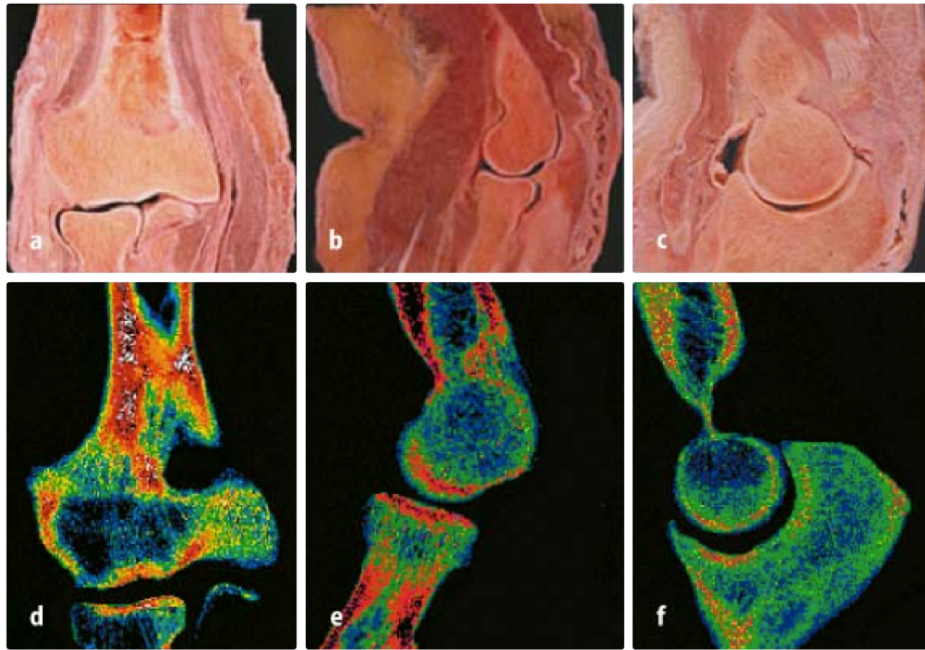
Die drei Einzelgelenke des Ellenbogengelenkes in Schnittbildern, die die Form der einzelnen Gelenkpartner zeigen. Parallel ist jeweils ein osteodensitometrisches Bild angefügt, aus dem sich die Knochenverteilung und damit die mechanische Belastung ableiten lassen (entnommen aus Putz et al., 2006). a Frontalschnitt, b Sagittalschnitt durch das Humero-radialgelenk, c Sagittalschnitt durch das Humero-ulnargelenk, d-f Röntgendensitometrien.
